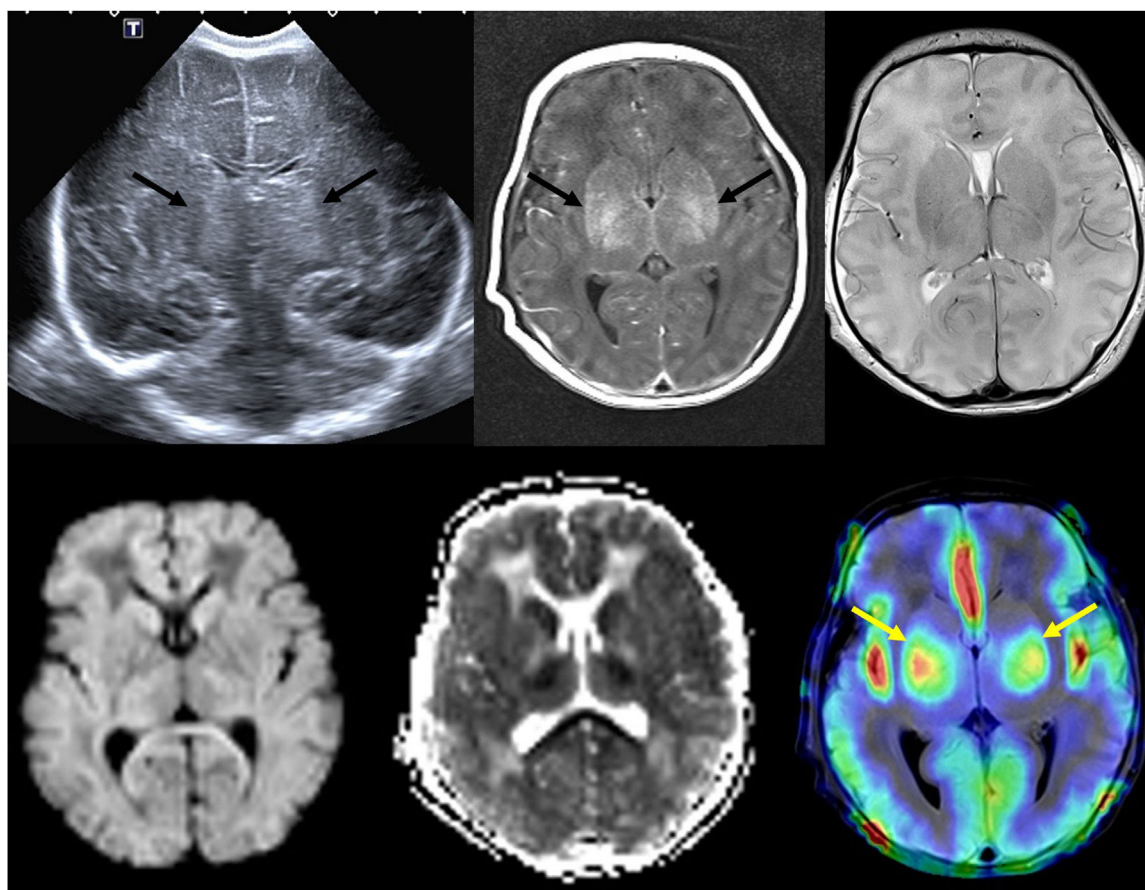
A) Ecografía transfontanelar realizada en el primer día de vida en neonato a término con hipoxia-isquemia grave que demuestra lesión bilateral de sustancia gris central (flechas). B) RM craneal realizada a los 4 días de edad que demuestra lesión bilateral de sustancia gris central en las secuencias T1, T2, con restricción en difusión, con evidencia de perfusión elevada en ASL (flechas), lo cual se ha correlacionado con mal pronóstico.
